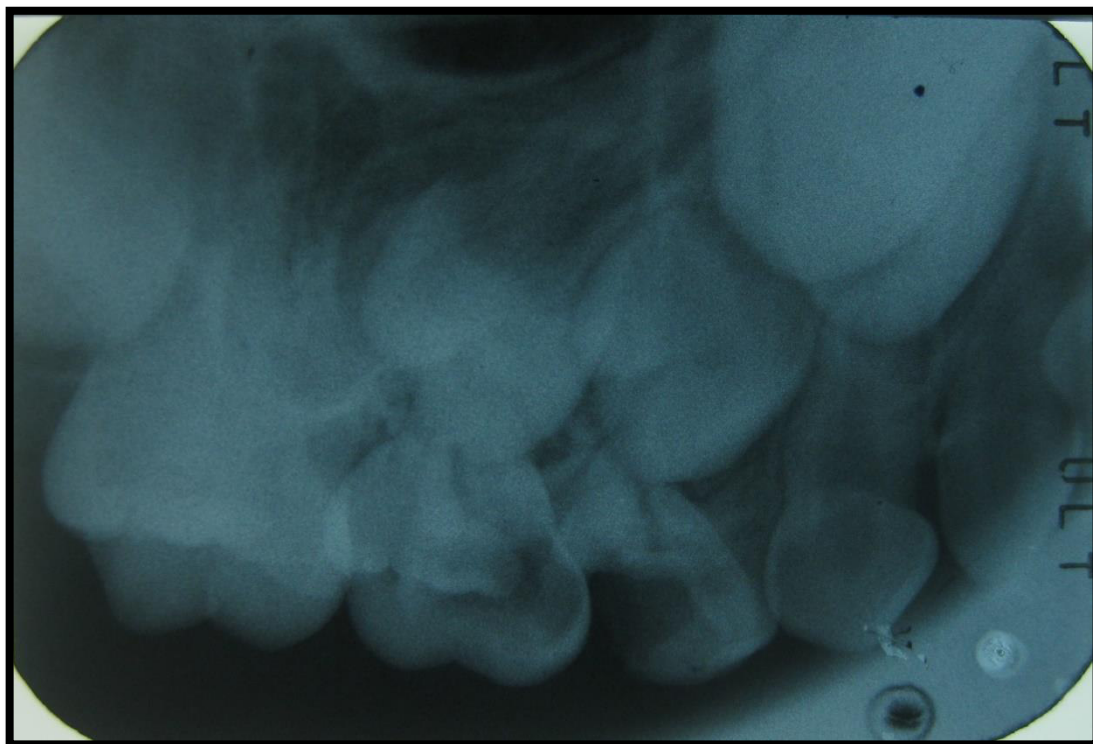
Radiografía Periapical de Pieza 55-54.
